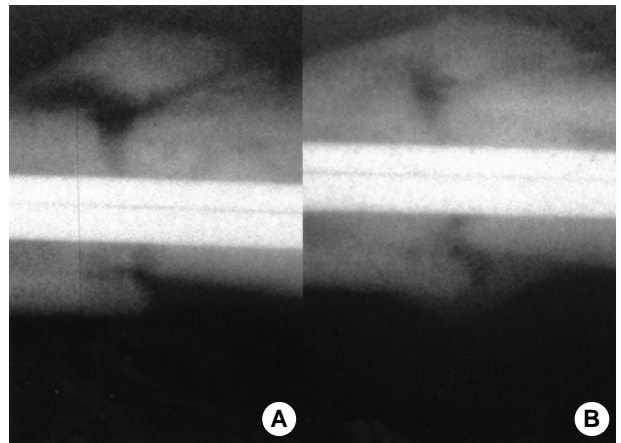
Radiographs of the left radial shaft shows progression of fracture healing.
